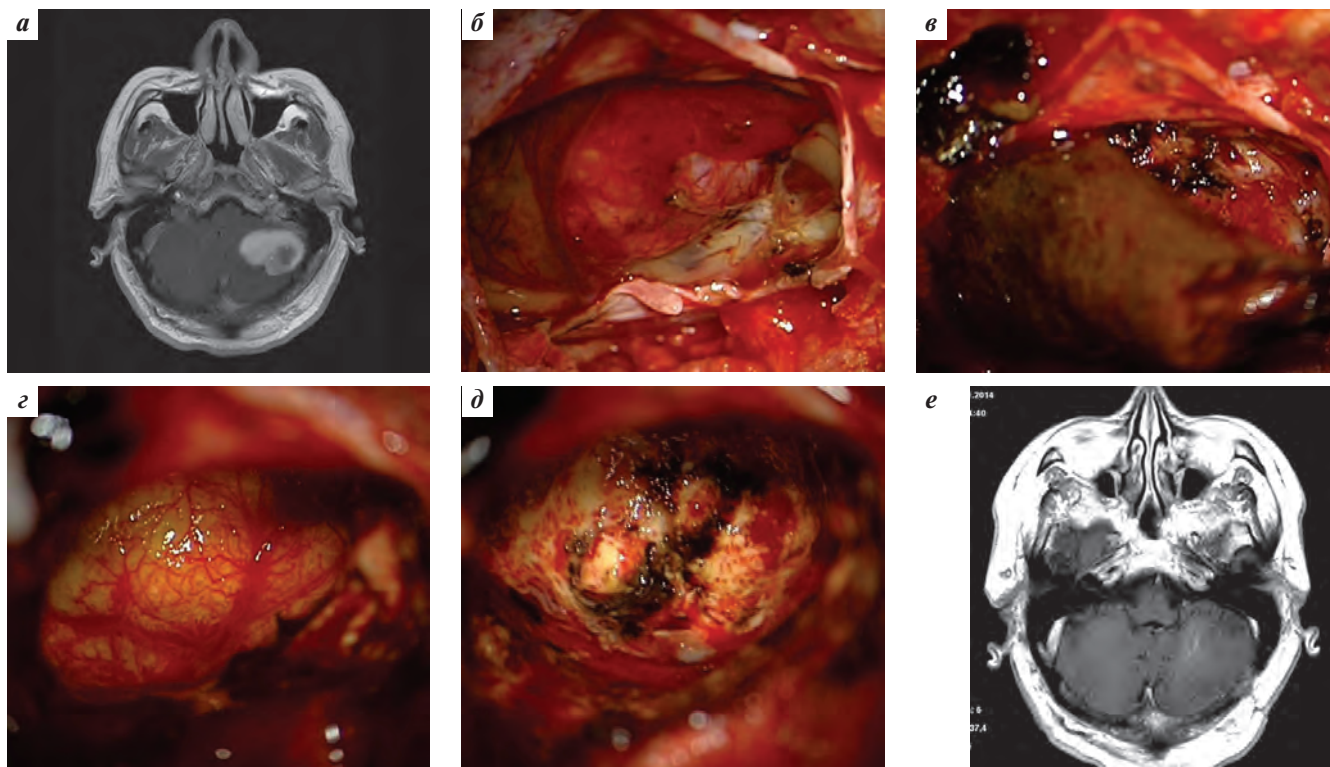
Блоковое удаление метастаза рака почки со смешанным видом кровоизлияния из левой гемисферы мозжечка: а – магнитно-резонансная томография (МРТ) головного мозга в режиме T1 с контрастированием в аксиальной проекции; б – контуры выходящего на кору полушария мозжечка метастаза; в – извлечение оформленной в капсулу гематомы; г – прокрашивание ткани мозжечка гемосидерином и развитие в ней перифокальной к гематоме микрососудистой сети; д – вид перифокальной ткани мозжечка после удаления метастаза; е – послеоперационная МРТ головного мозга в режиме T1 с контрастированием в аксиальной проекции
